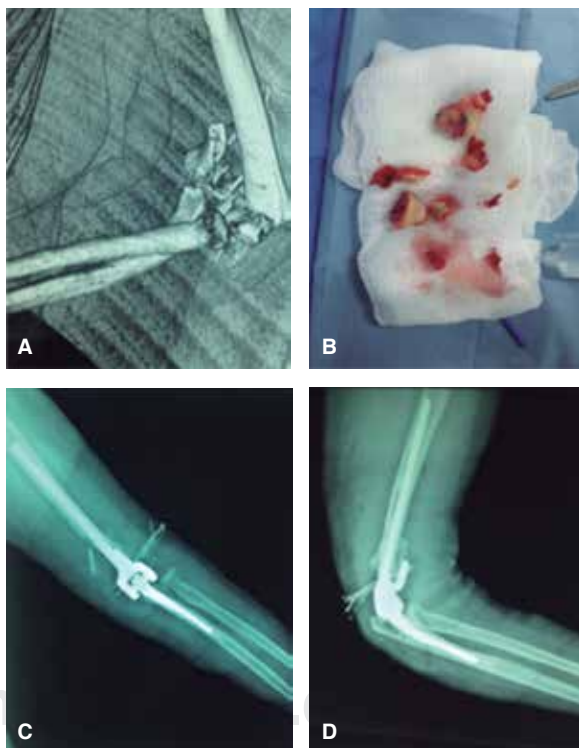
A) Imagen tomografía donde se observa la gran conminución. B) Transquirúrgico con fragmentos no viables para su fijación. C y D) Rx control postoperatorio.
